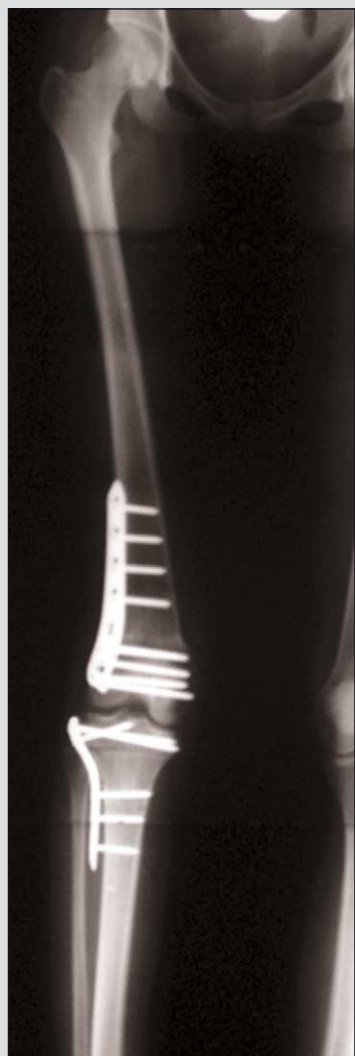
Teleradiografia in appoggio bipodalico arti inferiori post-operatoria (secondo tempo)
